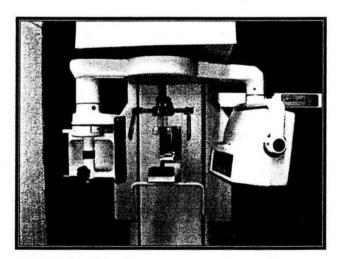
Ortopantomografo
